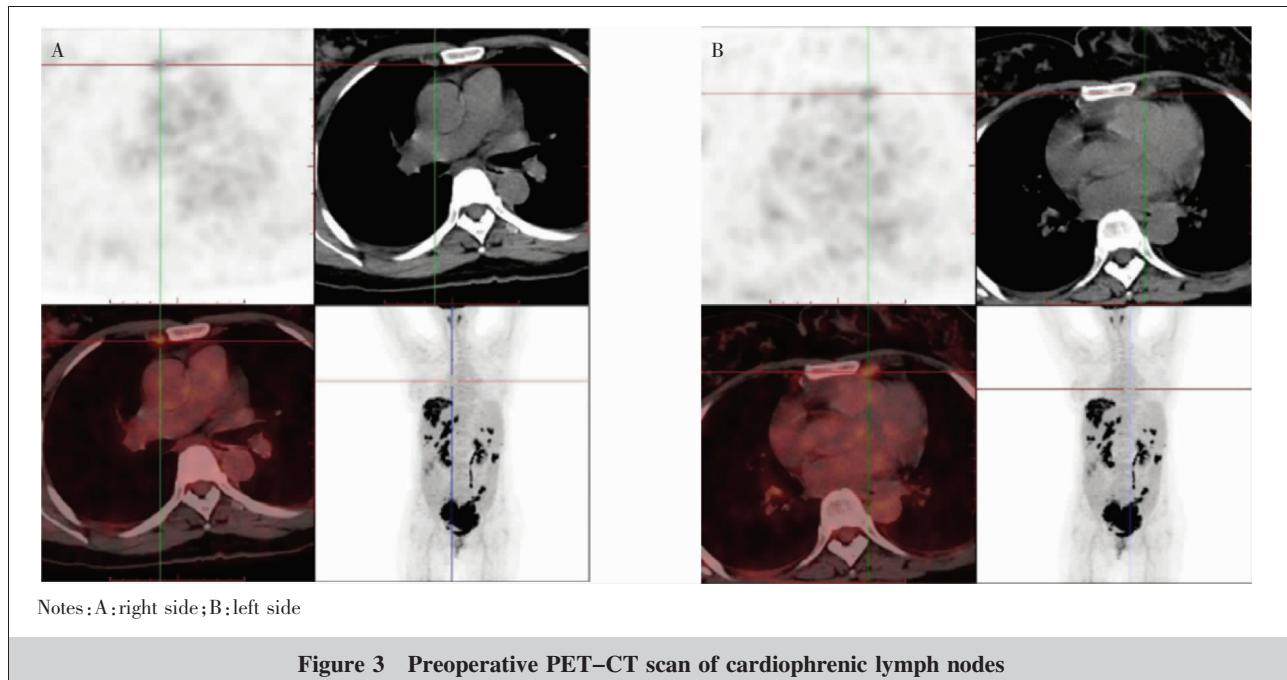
Preoperative PET-CT scan of cardiophrenic lymph nodes
